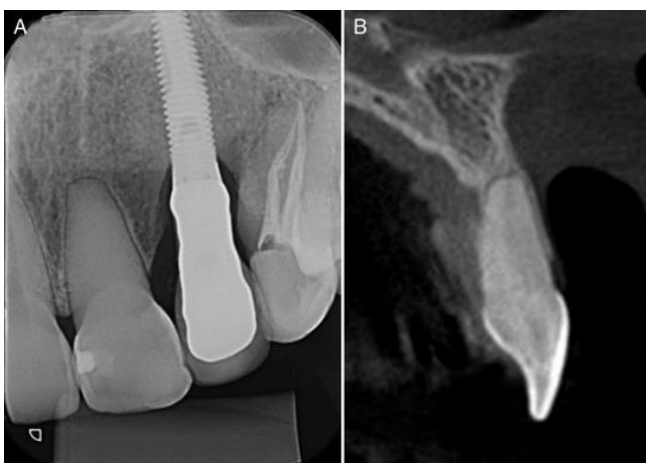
(A) Uma radiografia pré-operatória mostrando a câmara pulpar e o canal radicular completamente calcificados. (B) Reconstrução sagital mostrando que apenas os últimos 2 mm eram visíveis no terço apical da raiz.
